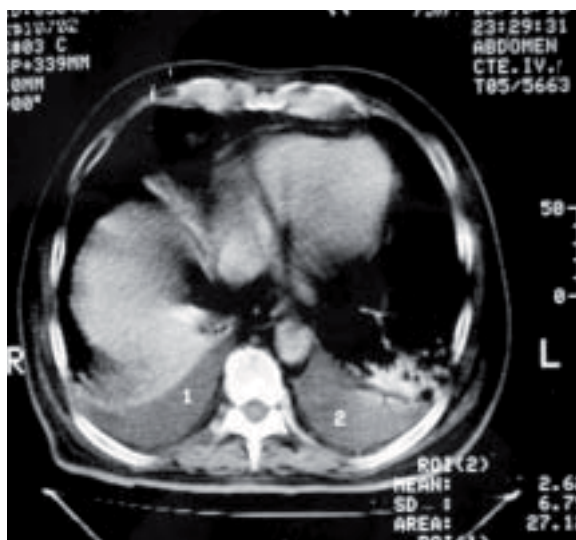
Corte axial de TC: observando derrames pleurales bilaterales basales, con densidad líquida coeficientes de atenuación de 2 UH.
